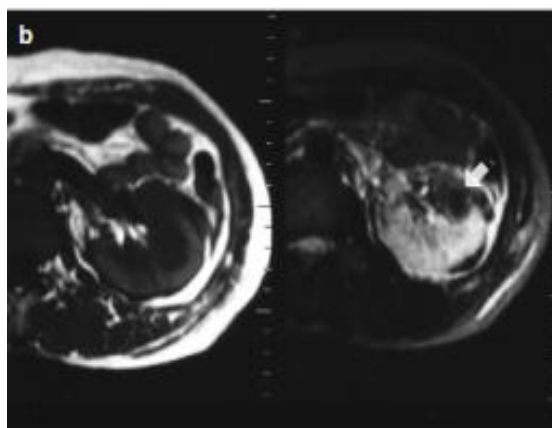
Coupe axiale d'une IRM en T1 et T2 : T2 montre un hématome hypo intense. [47]
